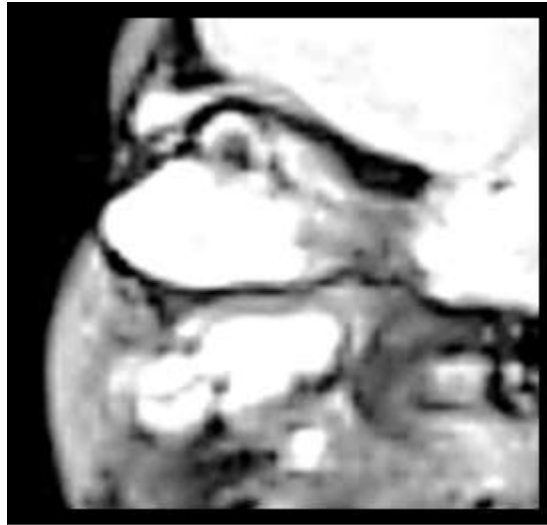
Corte sagital Resonancia Magnética Nuclear T2. Recién nacido. (Esbozos de lente vesicular rudimentaria ubicado en zonas atípica por conflicto de espacio dentro de la órbita derecha con múltiples imágenes Hiperintensas en T2 de aspecto quístico, y esbozo de nervio óptico dada su prolongación lineal, longitudinal, más allá del límite posterior de la órbita derecha en plano de corte sagital, sin definirse imágenes de globos oculares.)
